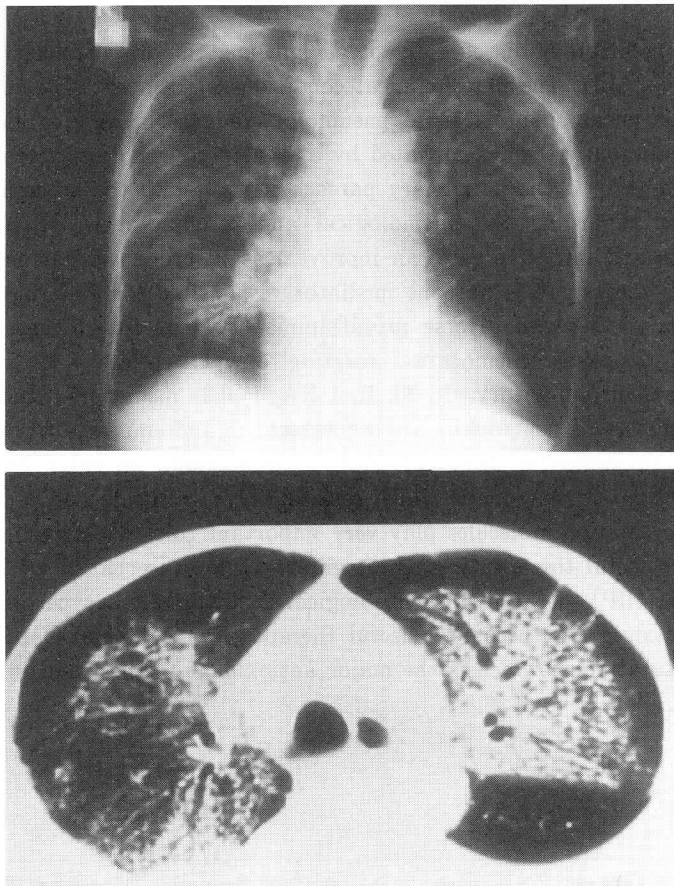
典型的な ALI の胸部 X 線・CT 所見¹⁾
